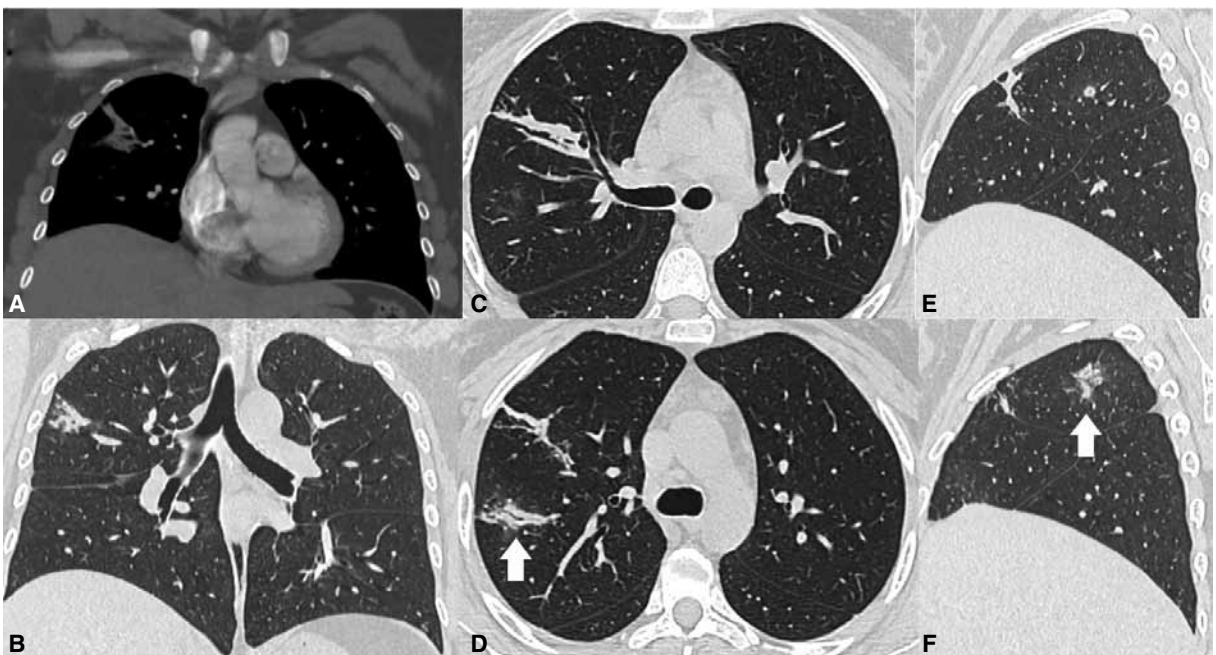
Tomografía computarizada de tórax con contraste. A. Ventana mediastínica, corte coronal. Lesión en el campo pulmonar derecho. B. Ventana parenquimatosa, corte coronal. Lesión a nivel del lóbulo superior derecho. C. Ventana parenquimatosa, corte axial. Lesión con tractos fibrosos y bronquiectasias. D. Ventana parenquimatosa, corte axial. Lesión con patrón en árbol en brote (flecha). E. Ventana parenquimatosa, corte sagital del pulmón derecho con lesión fibrótica. F. Ventana parenquimatosa, corte sagital del pulmón derecho con lesión en árbol en brote (flecha).
